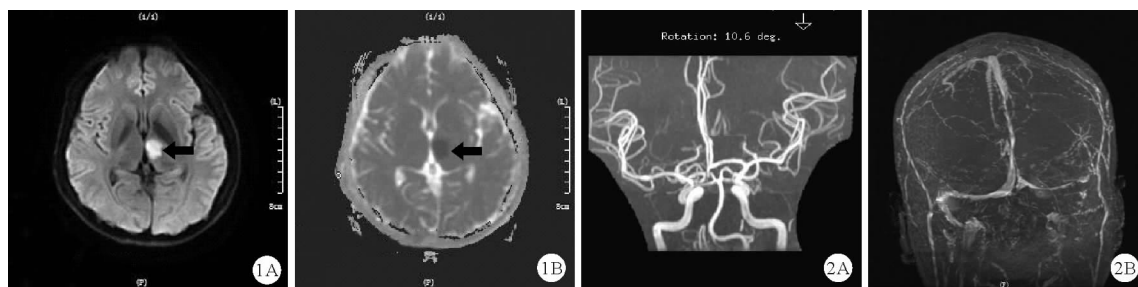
患者头颅MRI检查结果示左侧丘脑新鲜性梗死(A:DWI呈高信号影;B:ADC呈低信号影;如箭头所示) 图2 患者头颅磁共振血管成像检查结果示动脉成像未见明显异常,静脉成像示左侧横窦、乙状窦及颈内静脉上段显影欠佳,浅静脉增多迂曲紊乱(A:动脉横断面成像;B:静脉冠状面成像)
